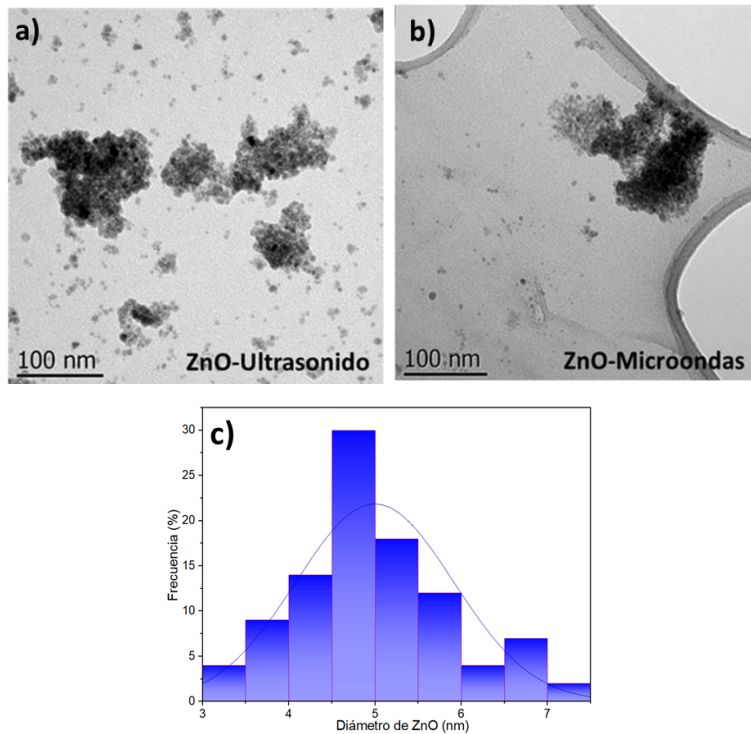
Imágenes TEM de a) NPs de ZnO sintetizadas mediante ultrasonido, b) NPs de ZnO sintetizadas mediante microondas y c) Histograma de distribución de tamaño de ambas.
